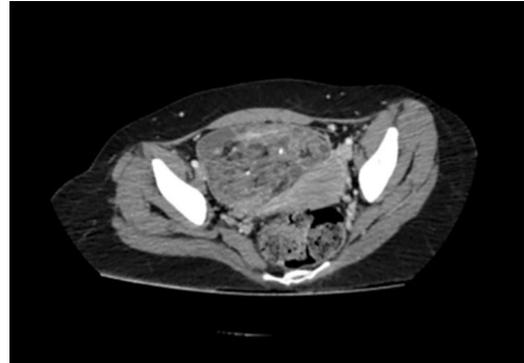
TC de pelvis, formación anexial heterogénea.
